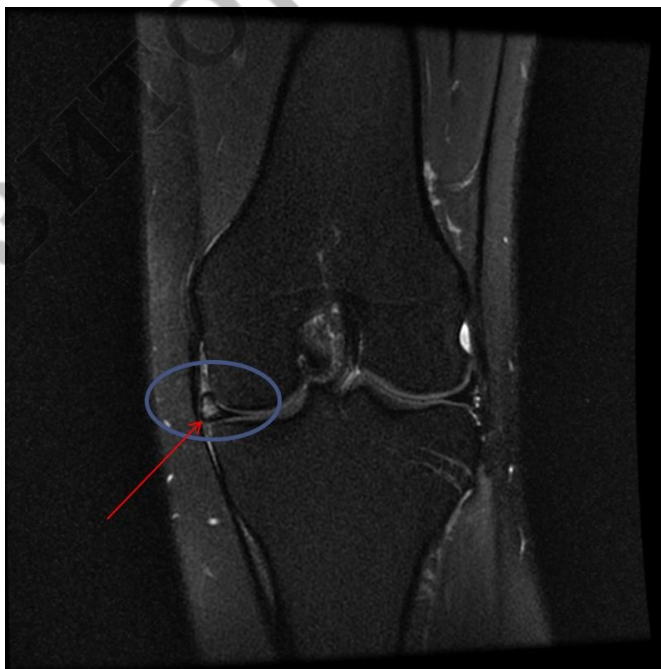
визуализация экструзии тела медиального мениска методом МРТ
